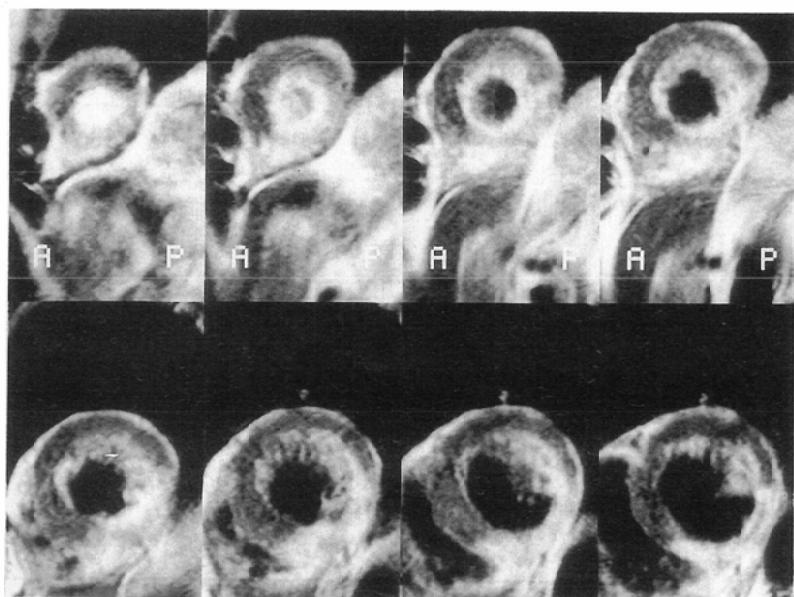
70-year-old man with acute myocardial infarction. T2-weighted images using Turbo SE. Short axial slices of left ventricle in apical to base order. Inferior wall indicates high intensity, and good contrast to normal myocardium.
